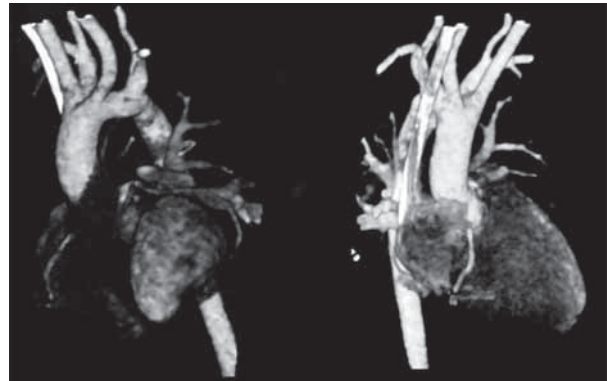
La tomografía confirma el anillo vascular completo (doble arco aórtico) como causante de la obstrucción traqueoesofágica. Se descartan otras cardiopatías asociadas.
